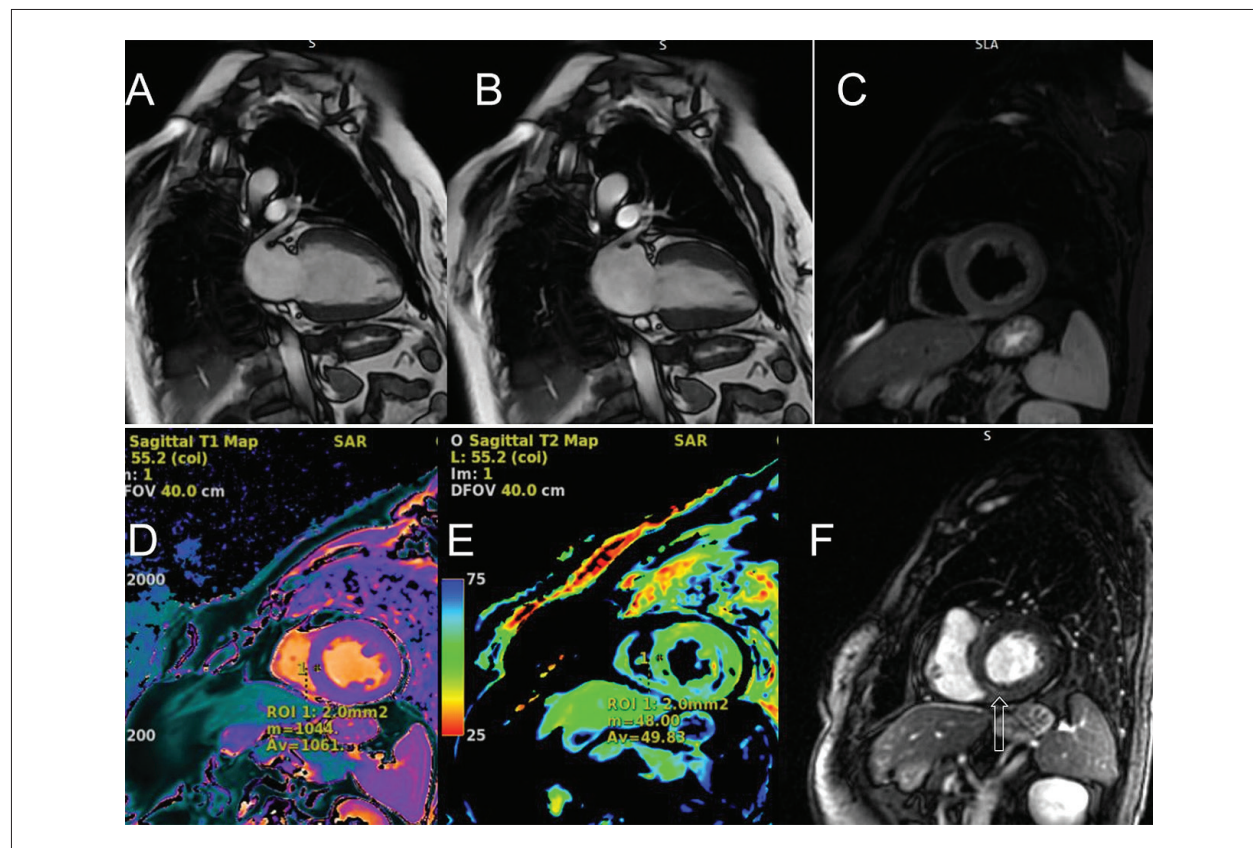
Ressonância Magnética Cardíaca. Os painéis A e B mostram, respectivamente, a diástole e a sístole em uma projeção de duas câmaras (FFPP). O painel C exibe uma sequência realçada em T2. Os painéis D e E mostram os mapeamentos T1 e T2, respectivamente. O painel F exibe uma sequência de realce tardio com gadolínio (PSIR); a seta indica o local do realce.
